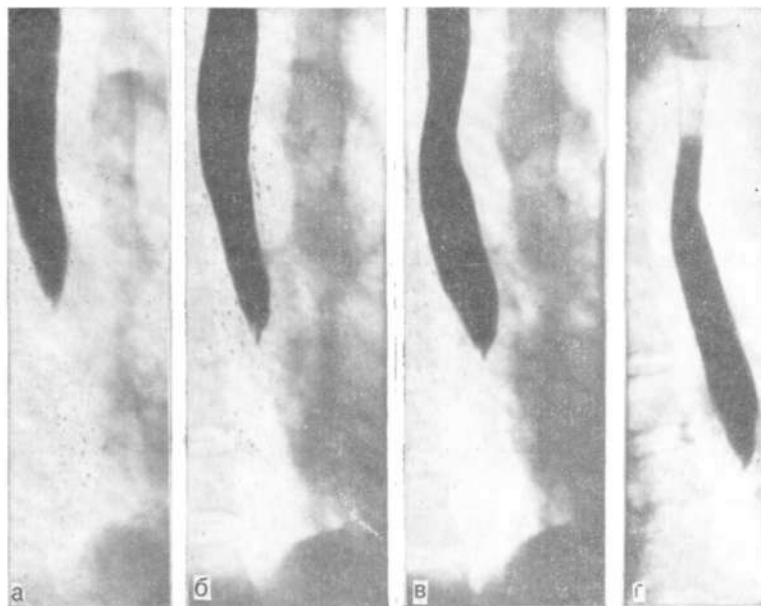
Прицельные рентгенограммы пищевода в правой косой проекции. Циркулярное сужение пищевода на границе средней и нижней его трети (Тv1), протяженность сужения установить не удастся ввиду полной непроходимости. На фоне заднего средостения — дополнительная тень.
